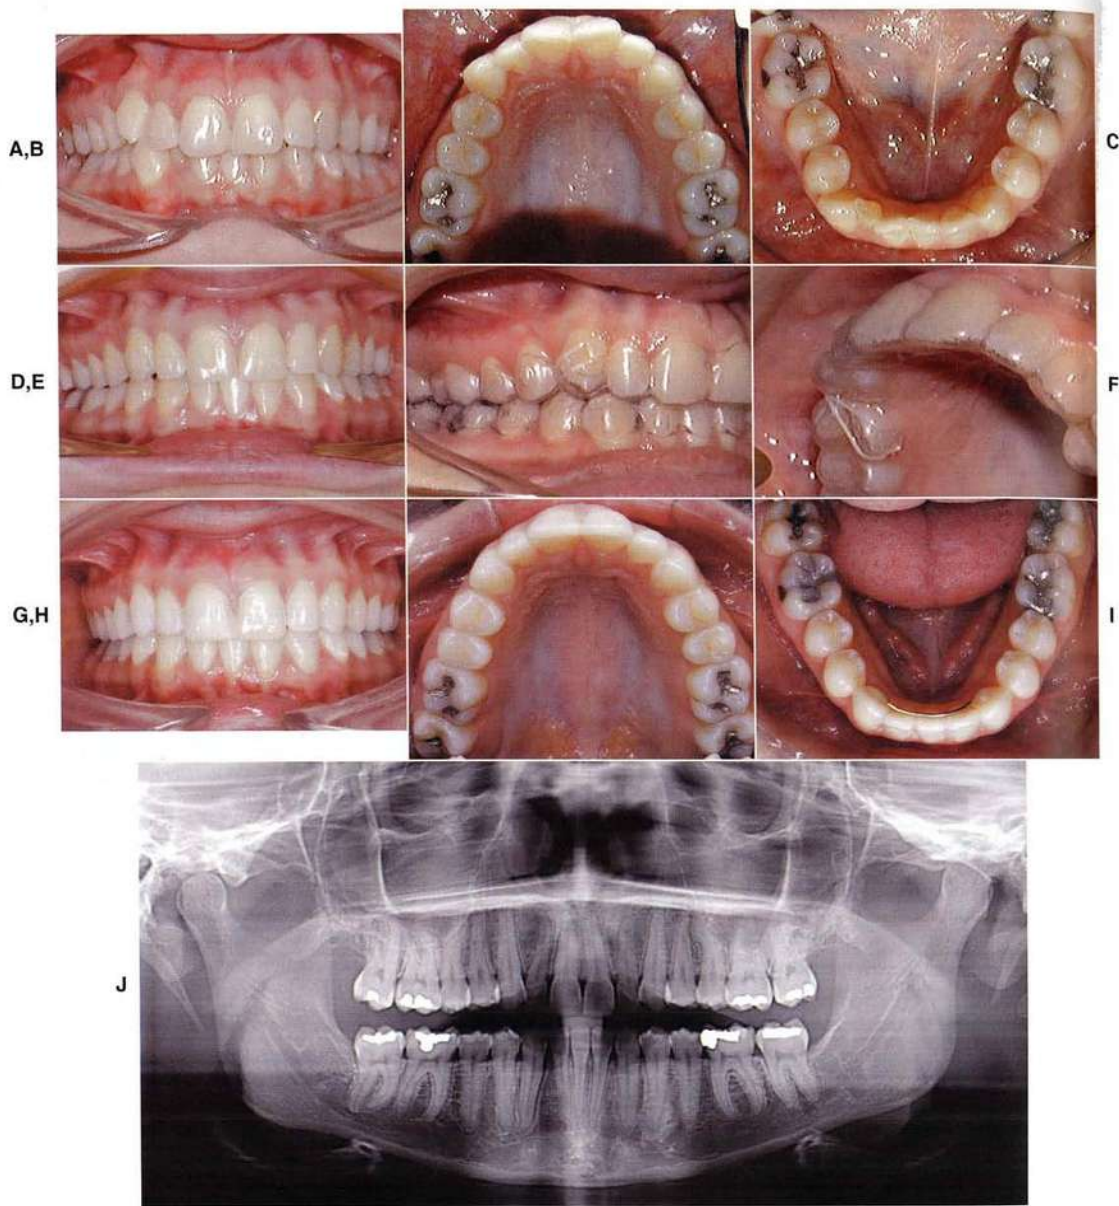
Esta paciente de 24 años tenía un incisivo lateral derecho mandibular ausente congénitamente y un retenedor, pero el incisivo deciduo había fracasado. A, Vista frontal. B, Vista oclusal maxilar. Obsérvese la rotación del canino maxilar derecho. C, Vista oclusal mandibular. El plan de tratamiento era la extracción del incisivo temporal y el cierre del espacio de extracción utilizando niveladores Invisalign y anclajes cementados para producir la rotación y movimiento radicular necesarios. Antes de empezar el tratamiento se desgastaron con microabrasión los cuadrantes posteriores maxilares para disminuir la discrepancia en el tamaño de los dientes. D, Obsérvese los anclajes adheridos difíciles de ver en los incisivos y canino maxilares derechos, así como en el incisivo central y canino derechos mandibulares. El plan inicial consistía en 13 niveladores superiores y 15 inferiores, más 3 niveladores de sobrecorrección. E, F, Después de 8 niveladores se observó que el canino maxilar derecho no se movía y fue necesario utilizar un elástico a un anclaje adherido adicional junto con el nivelador para rotarlo más. Se tomaron nuevos registros y se fabricaron 4 niveladores superiores y 5 inferiores, junto con 3 niveladores de revisión y sobrecorrección. G a I, Finalización del tratamiento. Se utilizó un retenedor mandibular cementado de canino a canino y se utilizó el nivelador maxilar final como retenedor maxilar por las noches. J, Radiografía panorámica al terminar el tratamiento. El tiempo total de tratamiento fue de 19 meses (incluidos los 2 meses de revisión de los niveladores). (Por cortesía del Dr. W. Gierie.)
